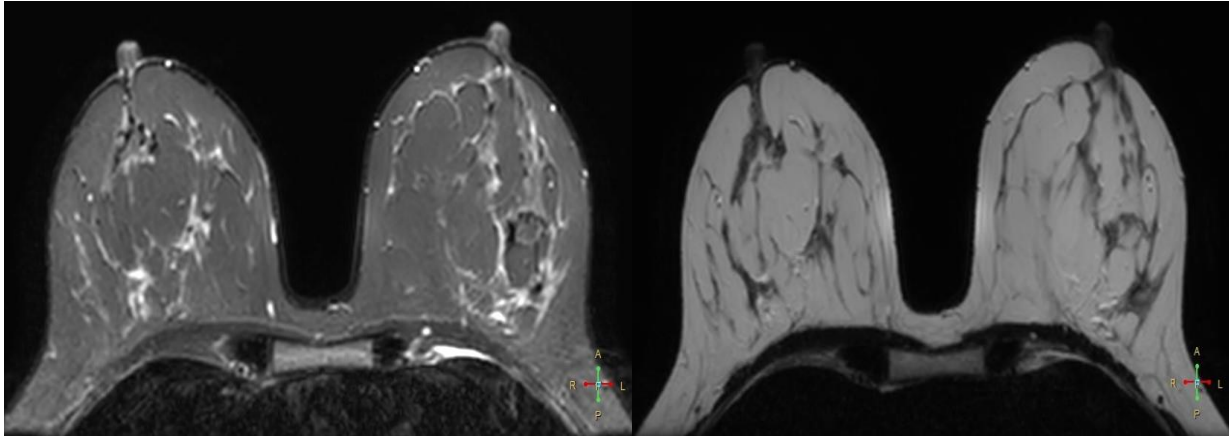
Aspect imagistic al glandei mamare investigat prin Rezonanță Magnetică Nucleară.
